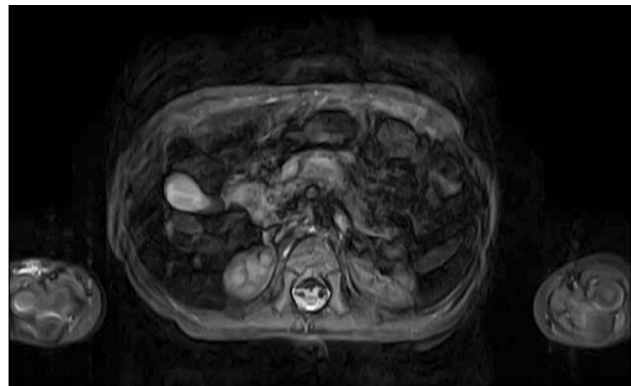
Магнитно-резонансная томография органов брюшной полости: вирсунгов проток неравномерно расширен, отёк поджелудочной железы.
